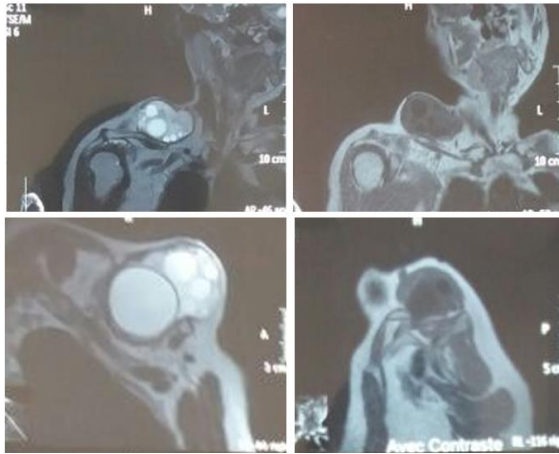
MRI confirming the multilocular appearance of the mass
